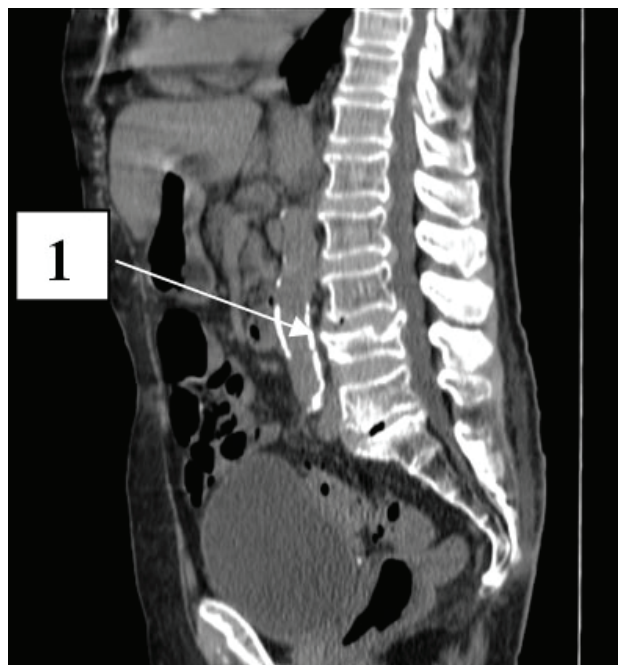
СКТ пояснично-крестцового отдела позвоночника (сагиттальный срез).
